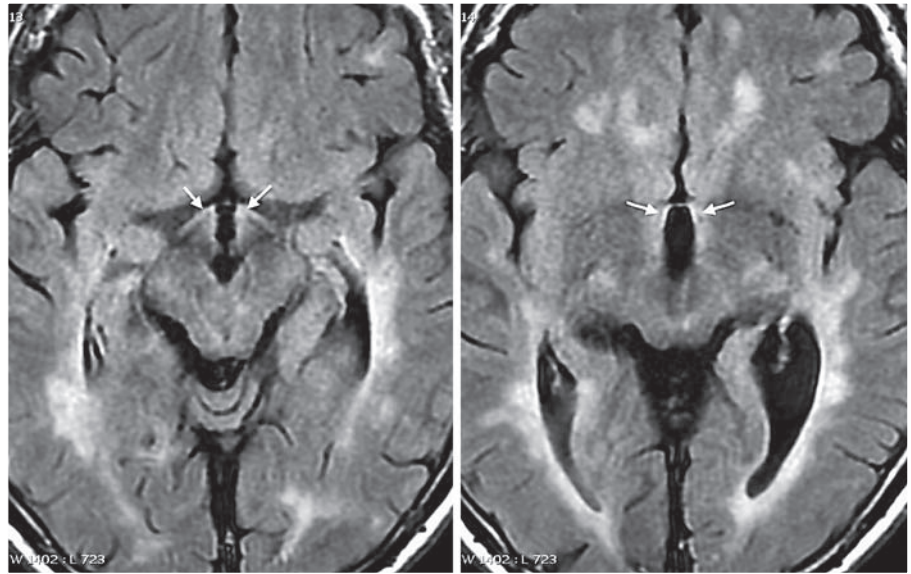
Axial FLAIR conventional magnetic resonance imaging sequences showing bilateral anterior hypothalamic hyperintense signal.
